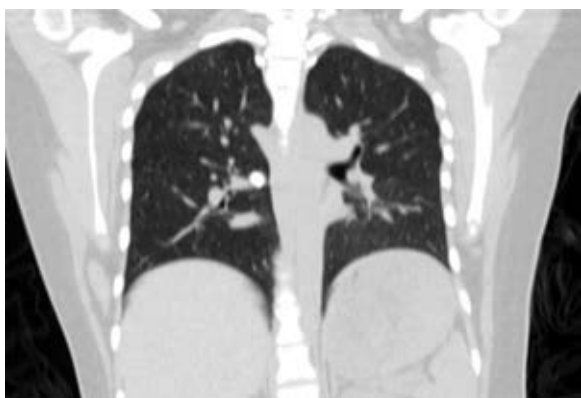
Tomografía axial computarizada inicial de la paciente, como parte de protocolo de estudio.
